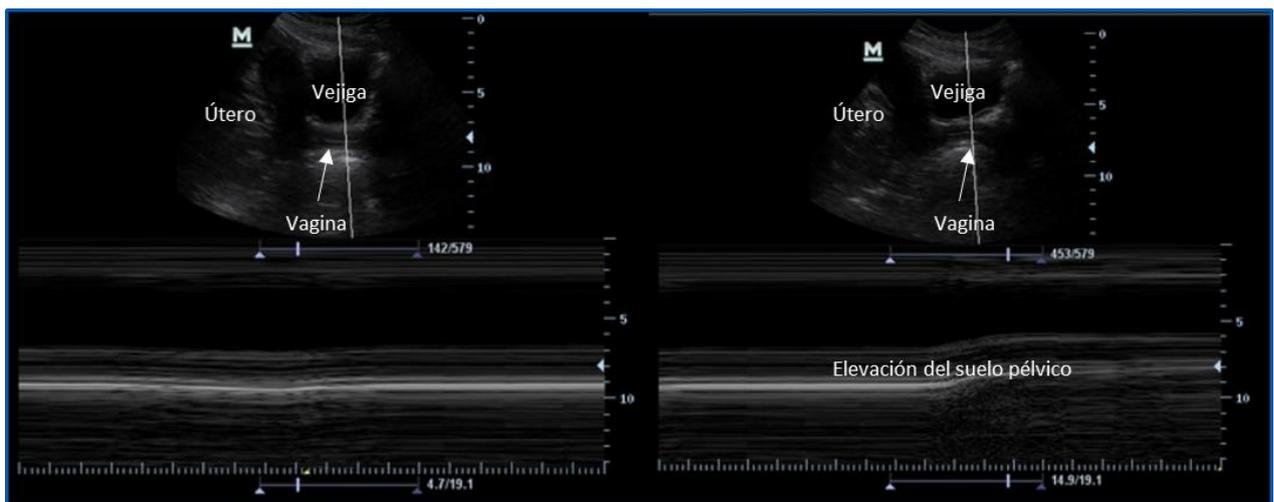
Ecografía de la musculatura del suelo pélvico. La imagen de la derecha representa el corte sagital de una mujer en reposo. La imagen de la izquierda supone el momento en el que inicia un ejercicio hipopresivo. Imagen de Navarro Brazález, 2015.
